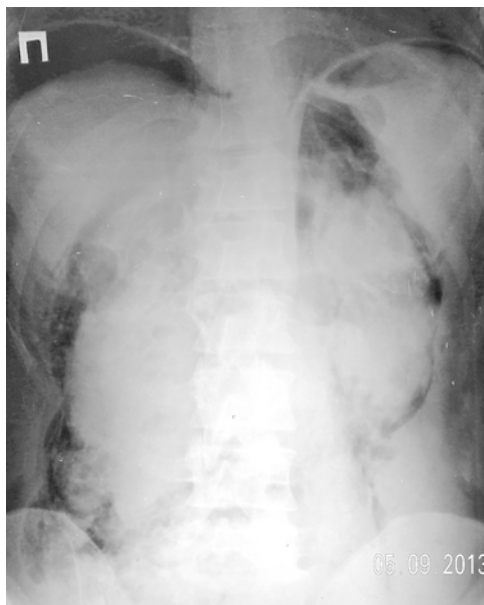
Обзорная рентгенограмма брюшной полости. Определяется пневмоперитонеум и пневморетроперитонеум (Поперечный разрыв 12-перстной кишки).
